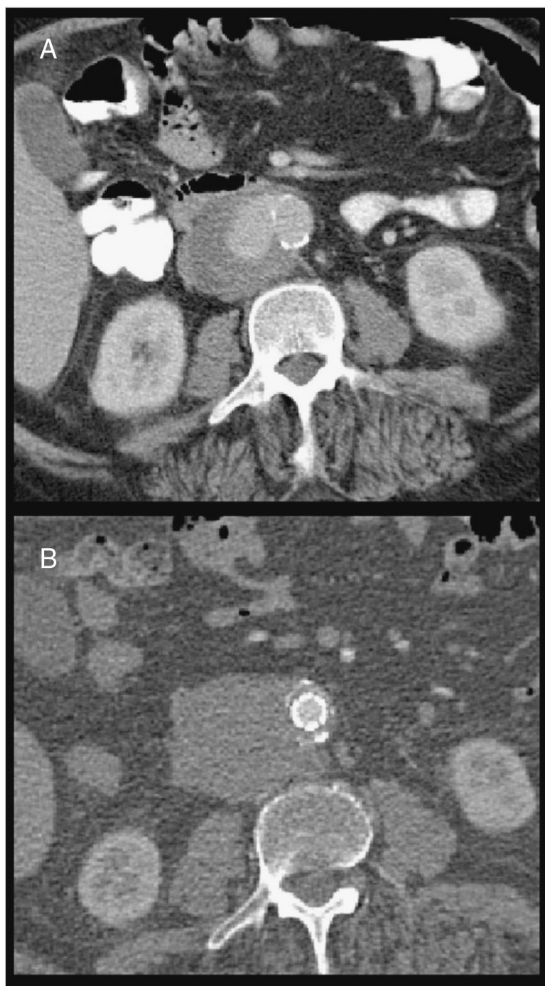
A) Corte axial de TC con rotura derecha de aorta y signos de sangrado activo. B) Corte axial de TC a los 3 meses con sellado de fuga y hematoma periaórtico estable.
